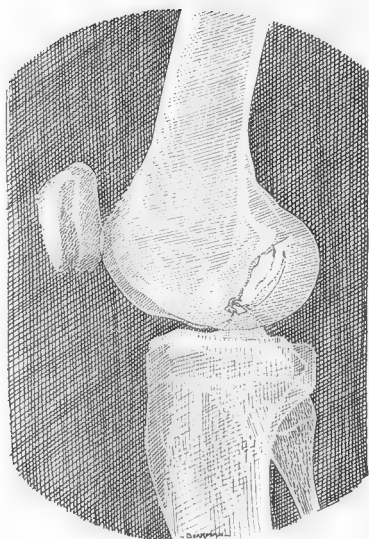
Image radiographique d'une lésion typique d'ostéochondrite disséquante du condyle externe (obs. 12).
